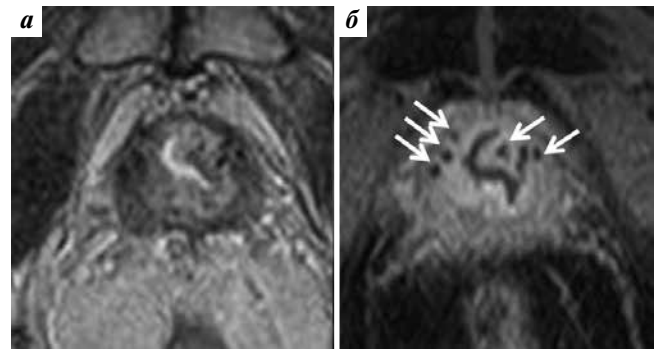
Магнитно-резонансные томограммы малого таза пациента после низкомощностной брахитерапии в аксиальной проекции: а — T2-взвешенное изображение; б — постконтрастное T1-взвешенное изображение. Стрелками указаны артефакты от радиоактивных источников, имплантированных в ткань предстательной железы
